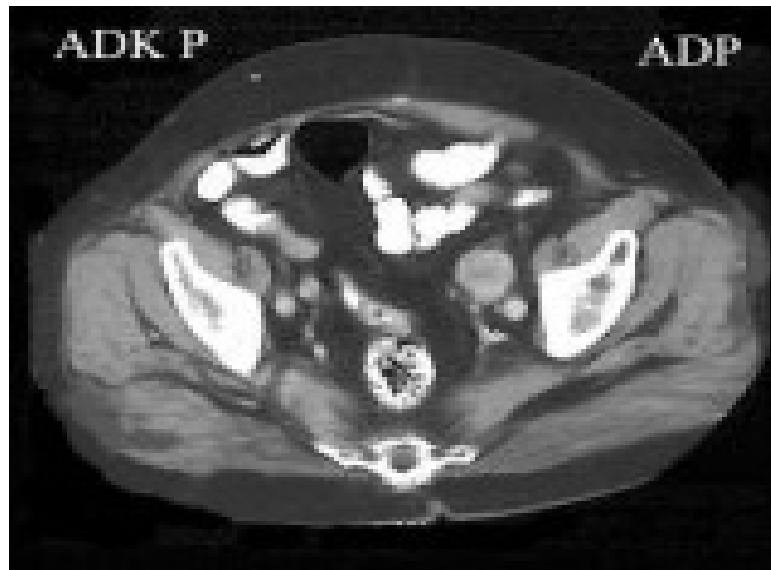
TDM pelvienne ; métastase ganglionnaire iliaque gauche.
